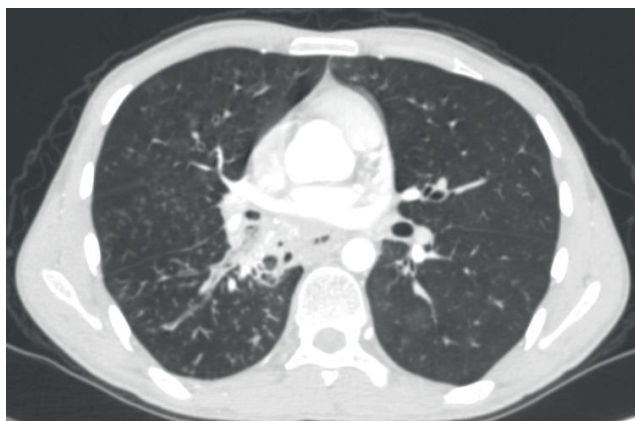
МСКТ органов грудной клетки, аксиальная проекция. Содержимое в просвете правого нижнедолевого бронха (стрелка). Множественные перибронхиальные очажки по типу «деревя в почках» как проявление хронического аспирационного бронхита.
